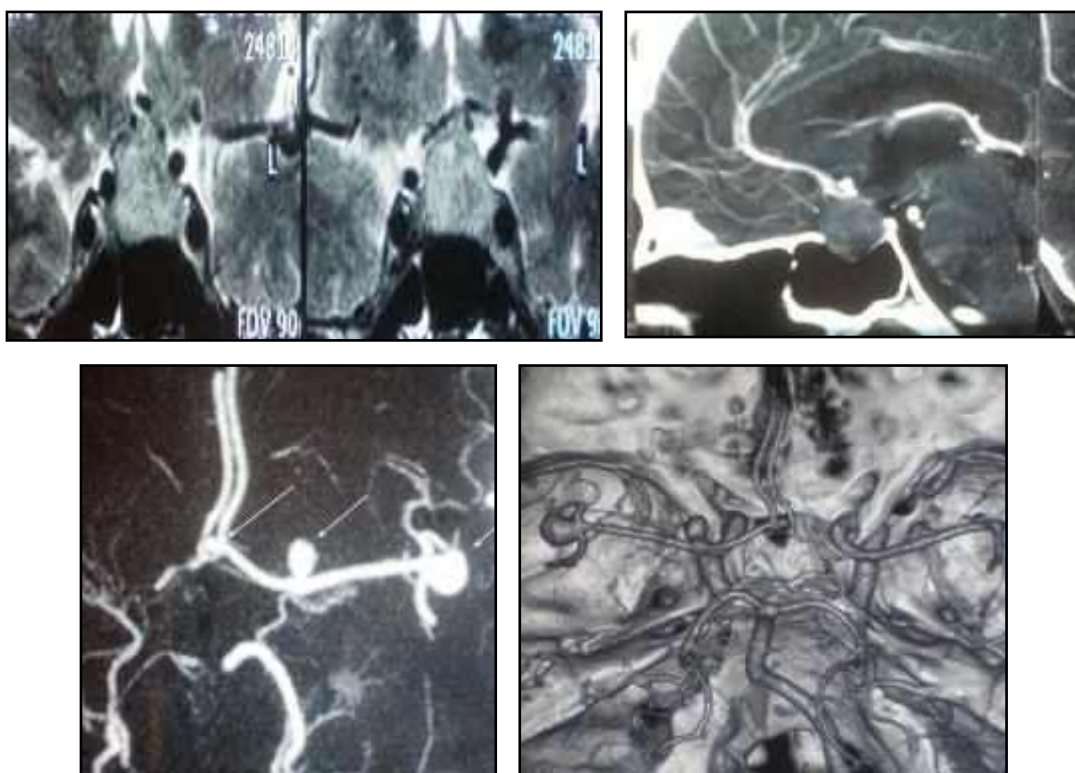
Ендосупраселярний (ліворуч Кносп II–III) об’ємний процес (безсимтомна ГНАГ) та множинні БГА ГМ. Хворий Л-й, 65 р. МРТ, МСКТ-АГ, МСКТ-3D реконструкція (Клінічне спостереження №517)
